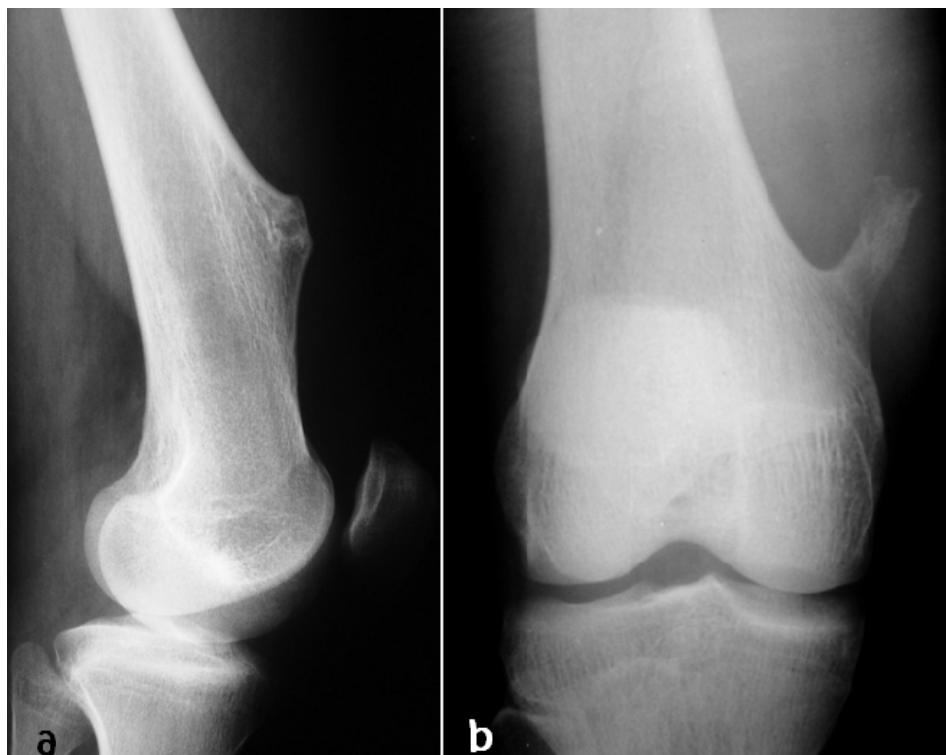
radiographies de profil et de face des extrémités inférieures du fémur pratiquées chez 2 patients montrant chez le premier une exostose sessile (a), et chez le second une exostose pédiculée (b)
